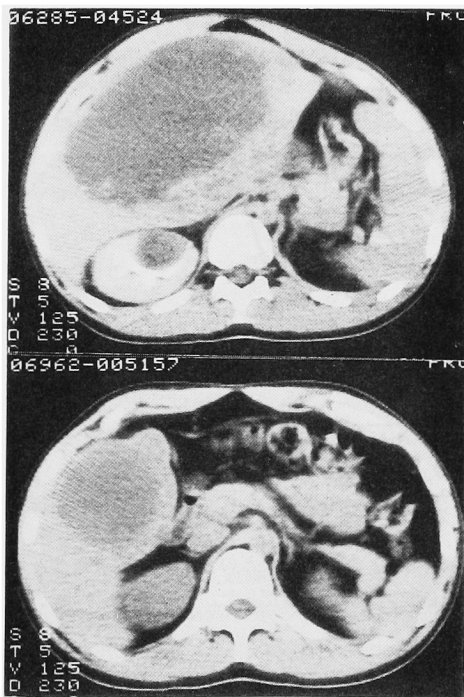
(upper) CT scan before CABME therapy
